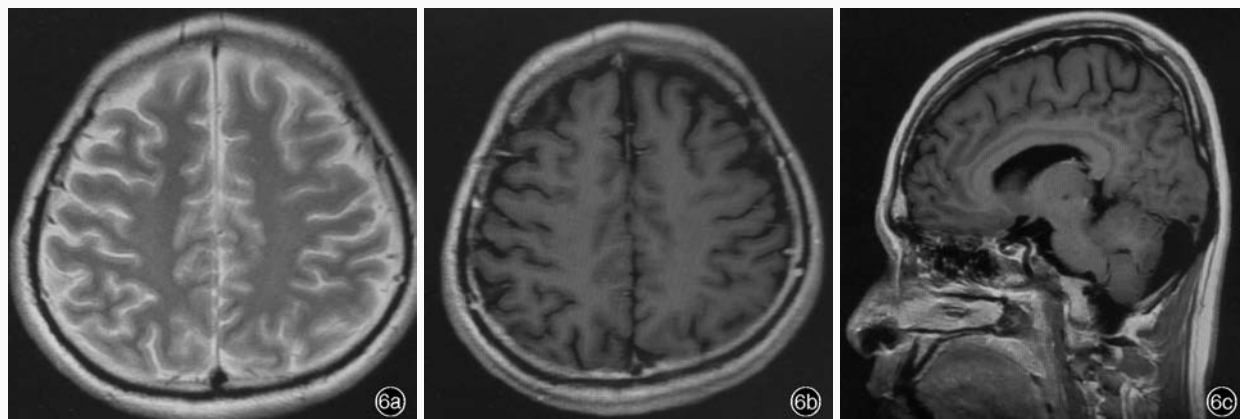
患者出院后 14 个月随访时头部 MRI 检查所见 6a 横断面 T₂WI 扫描基本正常 6b 横断面 T₁WI 增强扫描无异常发现 6c 矢状位 T₁WI 增强扫描基本正常
